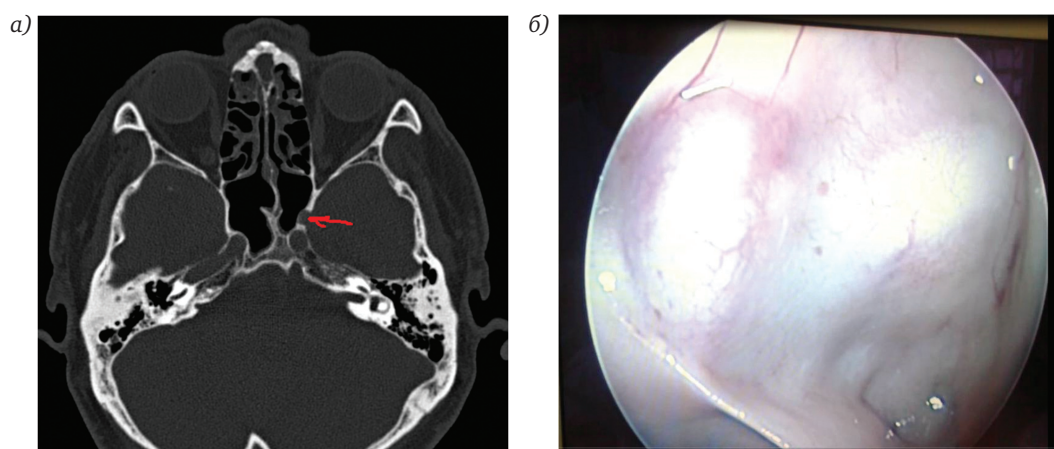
Дигисценция канала внутренней сонной артерии. КТ-исследование (а); дигисценция канала внутренней сонной артерии. Эндоскопическая картина (б).
